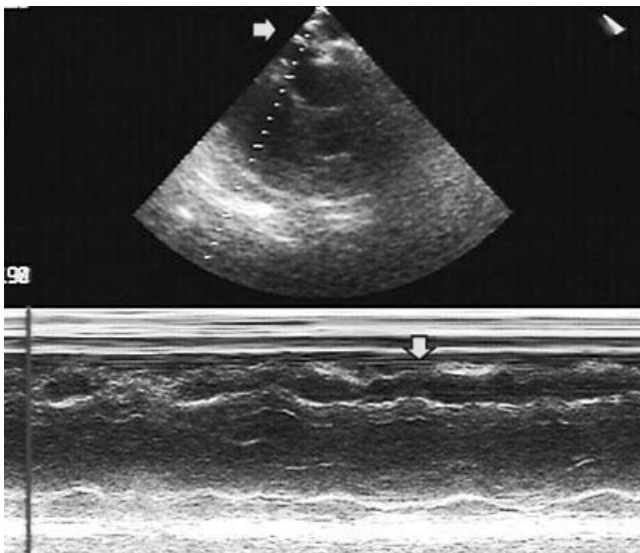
Эхокардиографическое исследование бокового К. (10.05.2019 г.).
